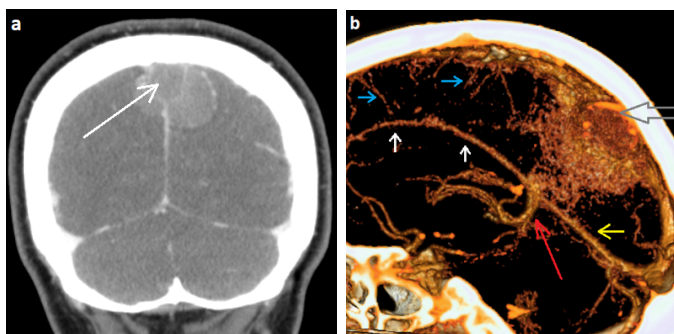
СКТ – ангіографія судин головного мозку пацієнта із парасагітальною менингіомою середньої третини верхнього сагітального синусу (в ділянці поверхневих тім'яних вен) (а), (б). За класифікацією М.Р. Sindou and J.E. Alvernia тип VI. (а) білою стрілкою зображений двобічний ріст парасагітальної менингіоми з оклюзією верхнього сагітального синусу. (б) Велика сіра стрілка вказує на оклюзію верхнього сагітального синусу. Менші сині стрілки вказують на колатеральні шляхи відтоку від передньої та середньої третини верхнього сагітального синусу до нижнього сагітального синусу (білі стрілки). Велика мозкова вена Галена (червона стрілка). Прямий синус (жовта стрілка).
